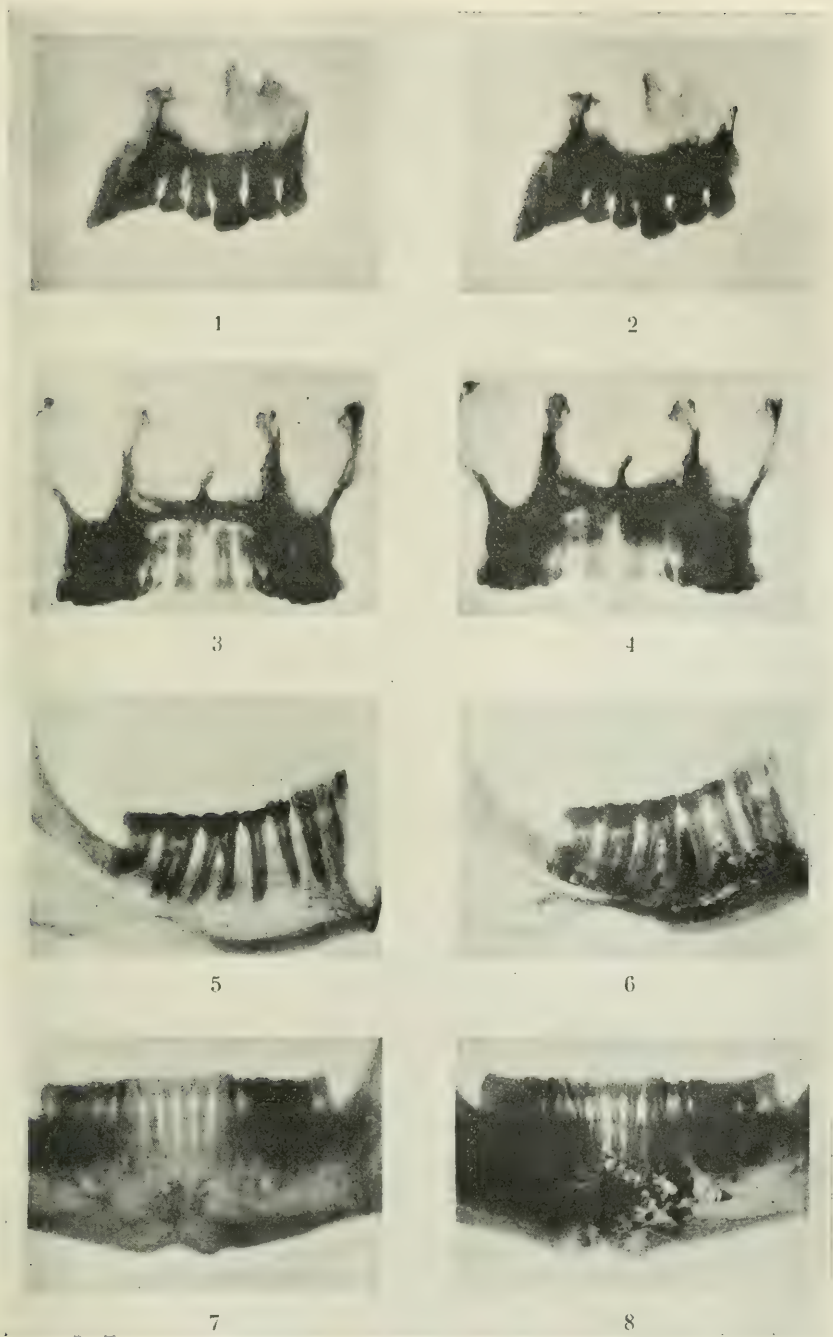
Radiographies du maxillaire supérieur.
